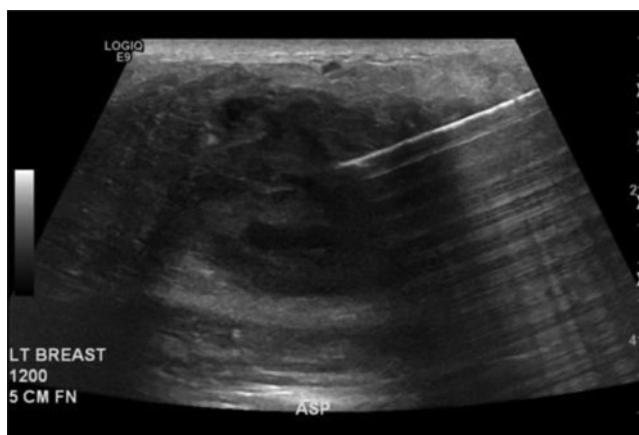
Immagine ecografica che mostra la raccolta di fluido (nero) con l'ingresso dell'ago (bianco).
